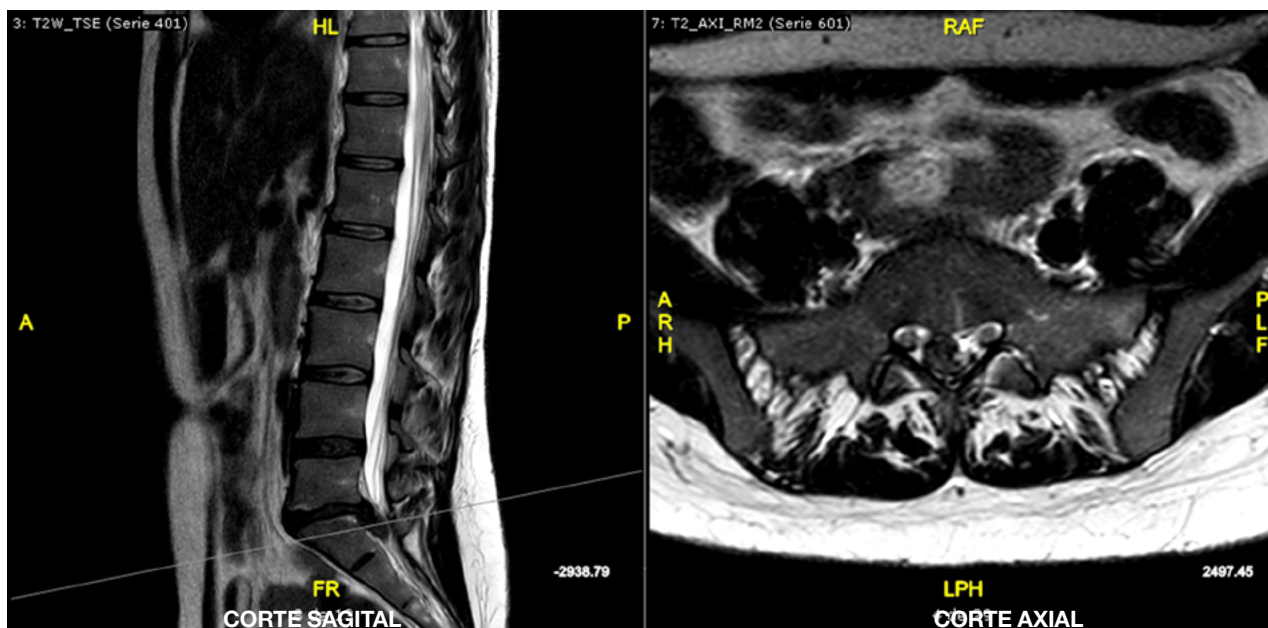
RM T2. Herniación discal posterior central L5-S1 que contacta con las raíces S1, los recesos y ocupa el canal sacro a la altura de S1, comprimiendo el saco.
